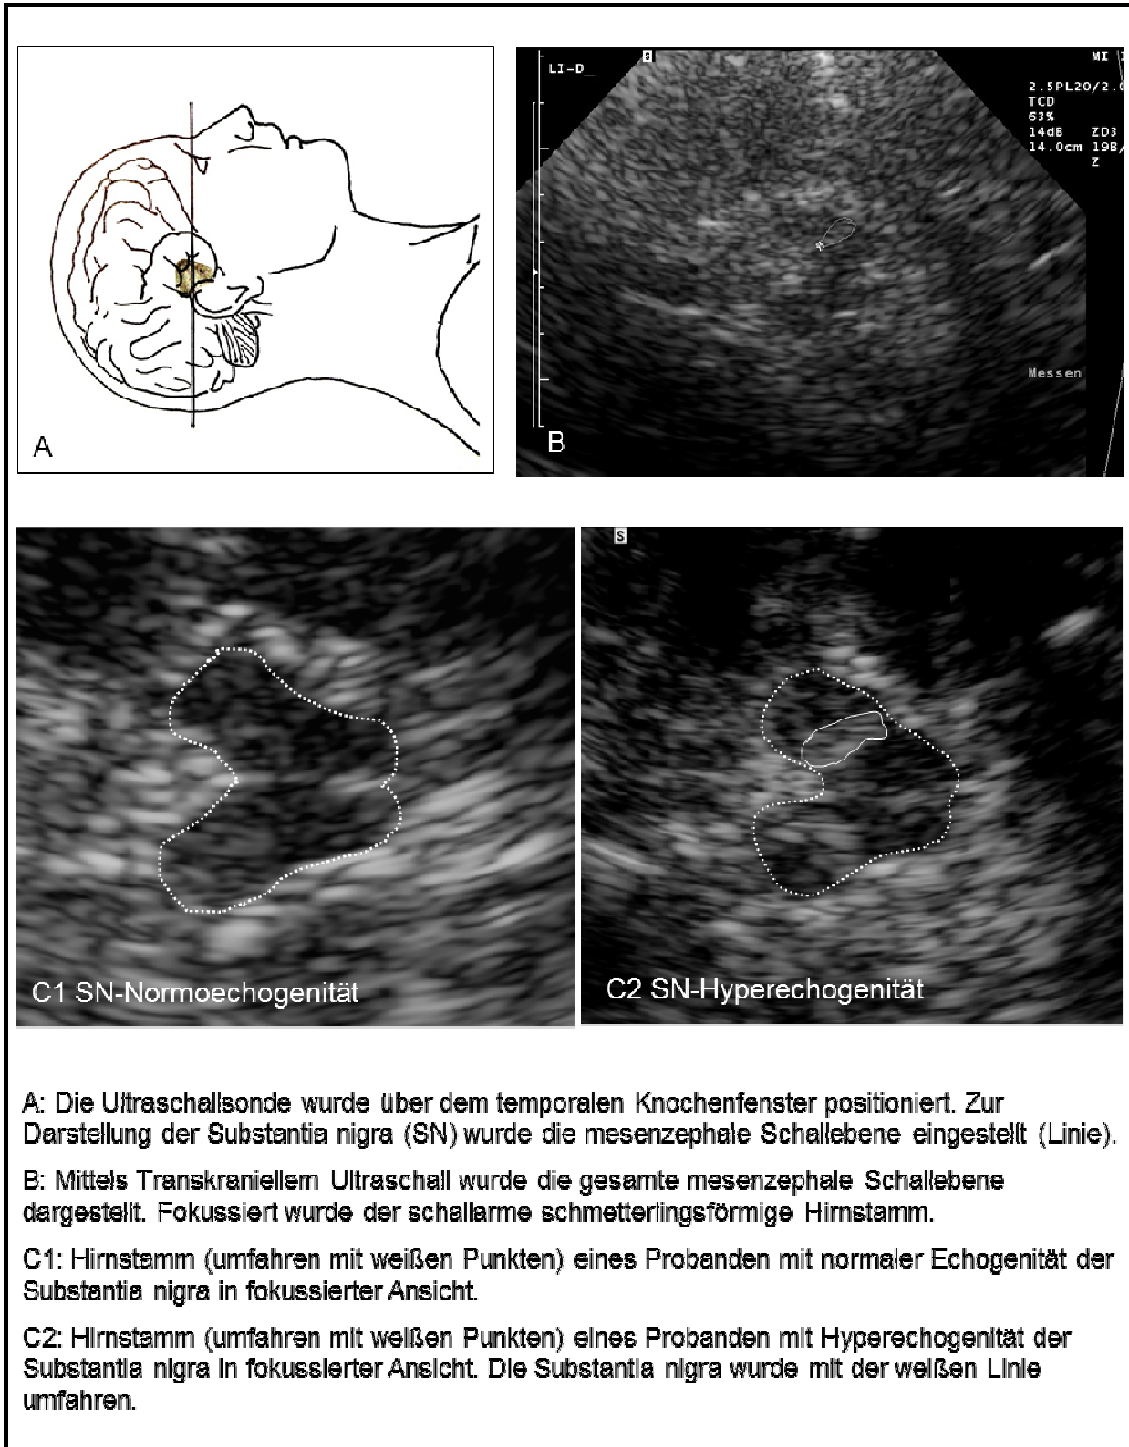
Transkraniale Sonographie
